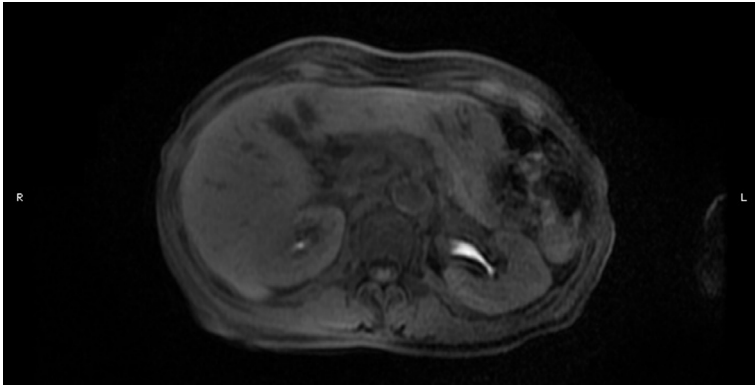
Resonancia Magnética abdominal.
